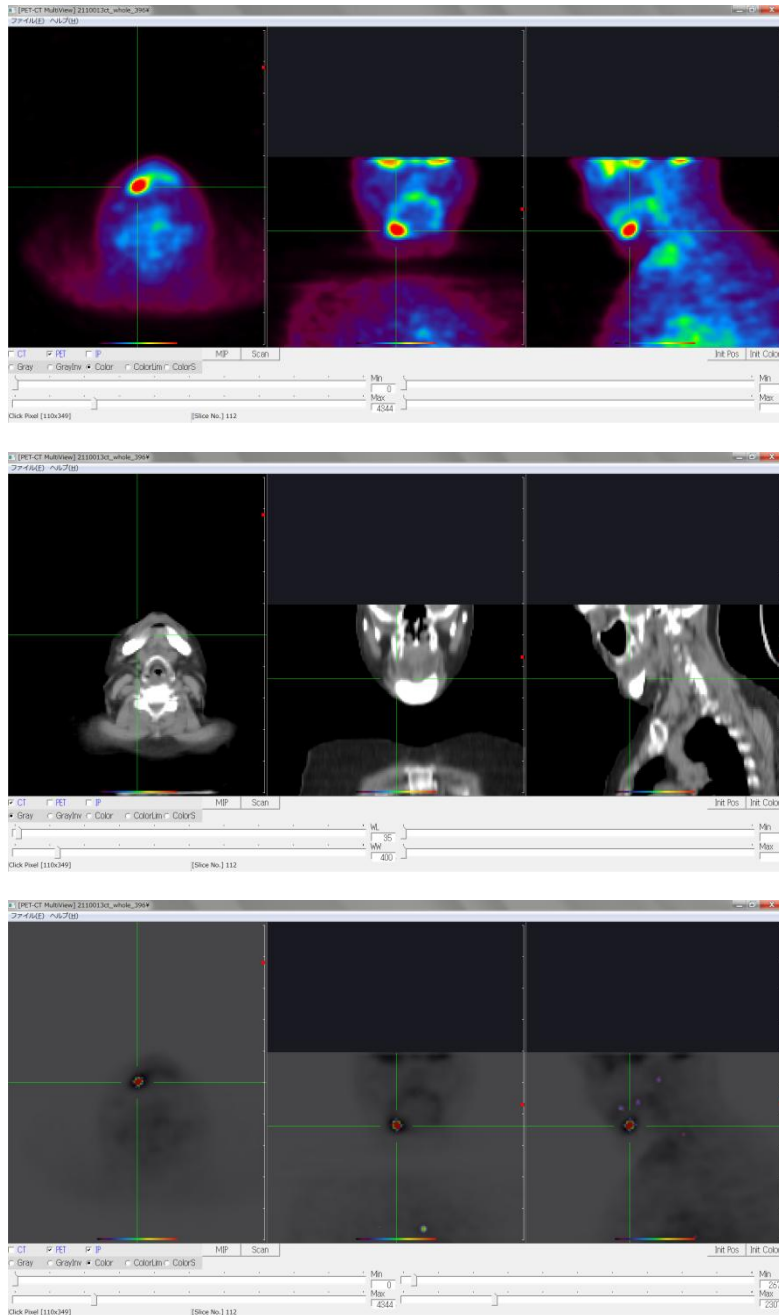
対象PET画像(上)、CT画像(中)、フュージョン画像(下)
